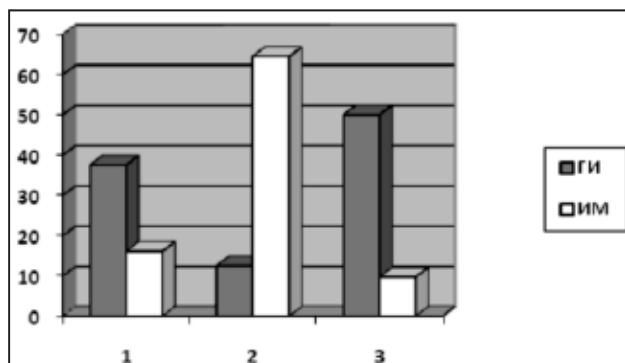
Различия рентгенологической картины легких у больных с ИМ и ГИ.
